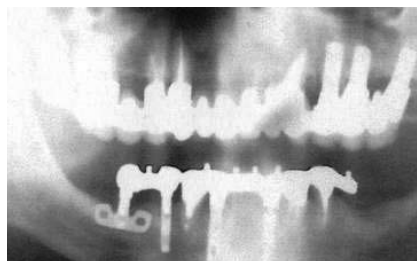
Ortopantomografia já com os implantes.
